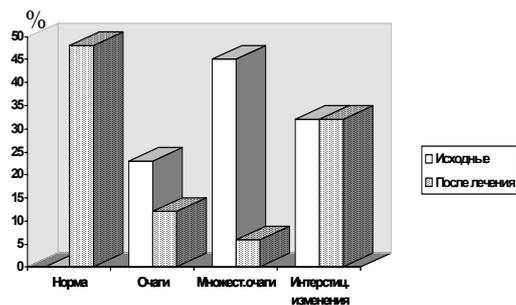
Динамика рентгенологической картины под влиянием фромилида у больных внебольничной пневмонией (n=31).
